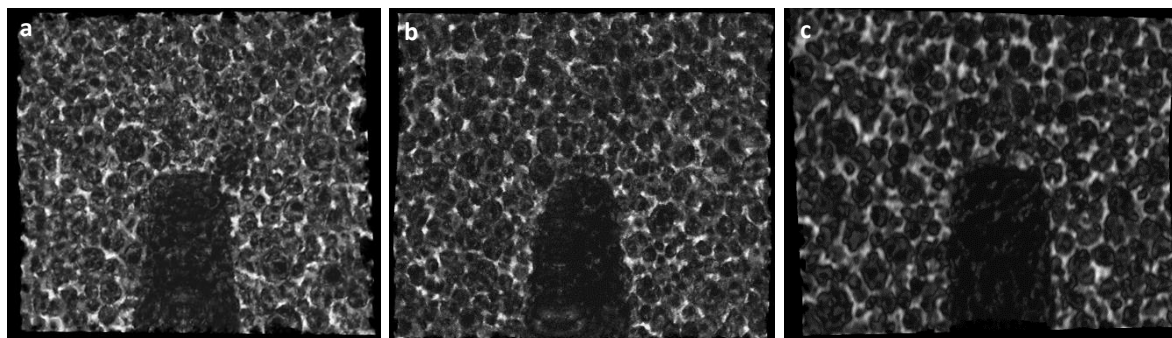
Imagens reconstruídas de micro-TC referentes ao interior das espumas das amostras A (HE com RBM) (a); D (CM com RBM) (b); e F (CM com HSA) (c), após os ensaios de fadiga.
